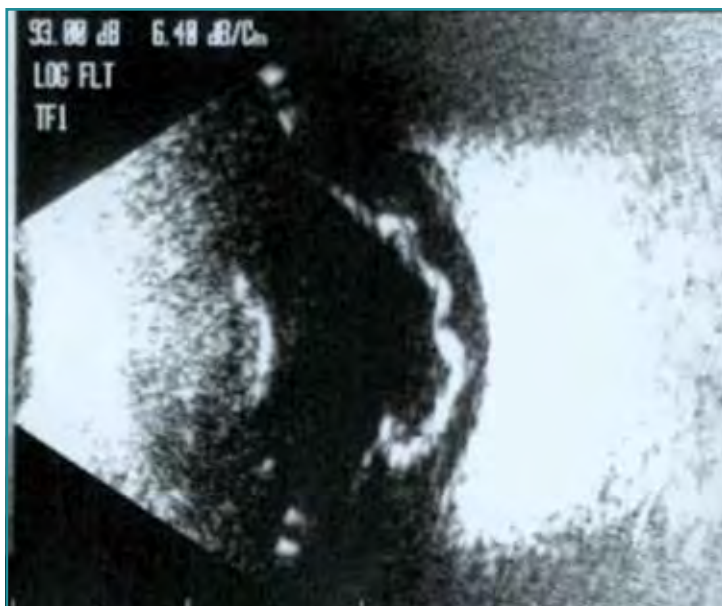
Ecografía de un desprendimiento de retina.
